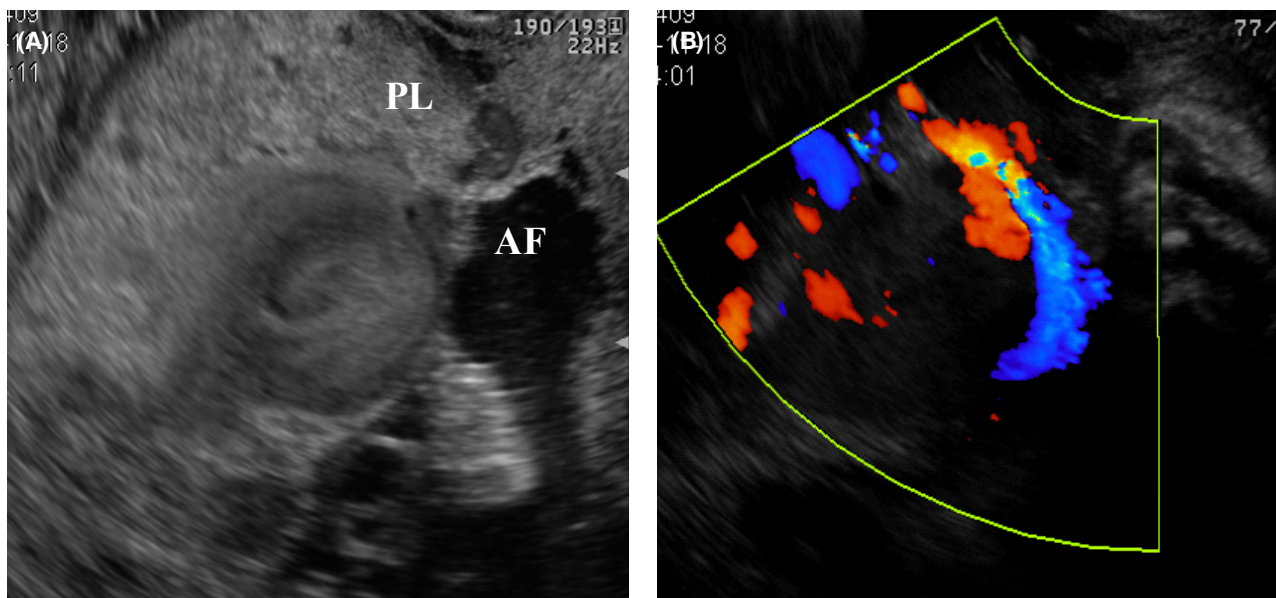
(A) 2D sonography showed a turbulent and whirlpool patterned blood flow within placenta. (B) 'The eye of typhoon' pattern is revealed by color Doppler ultrasonography. AF, amniotic fluid; PL, placenta.
